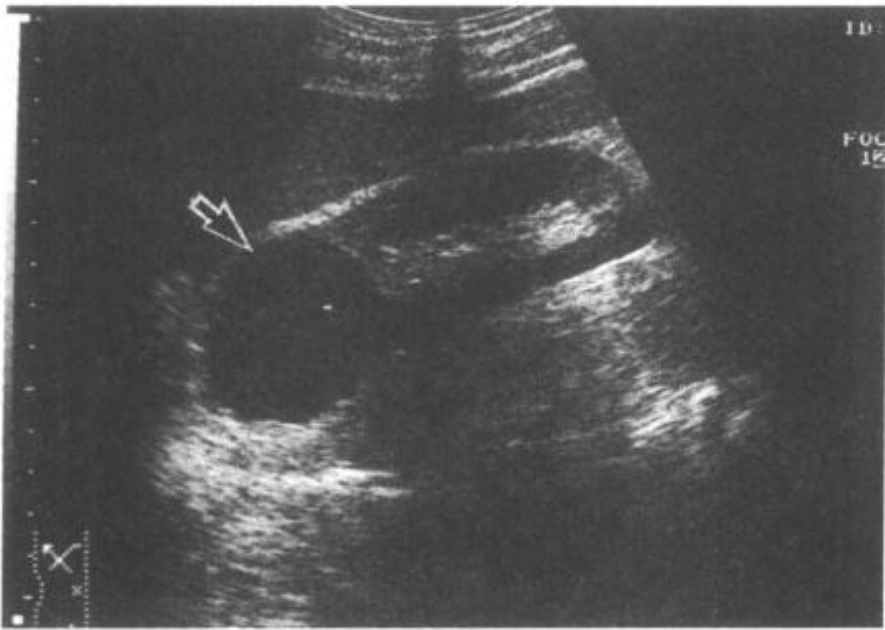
7—3 超声显示右肾上极孤立性囊肿(↑)
